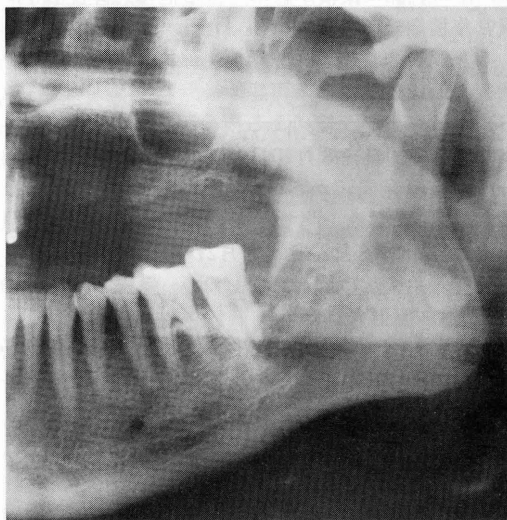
初診時（1991.4.4）パノラマX線写真
